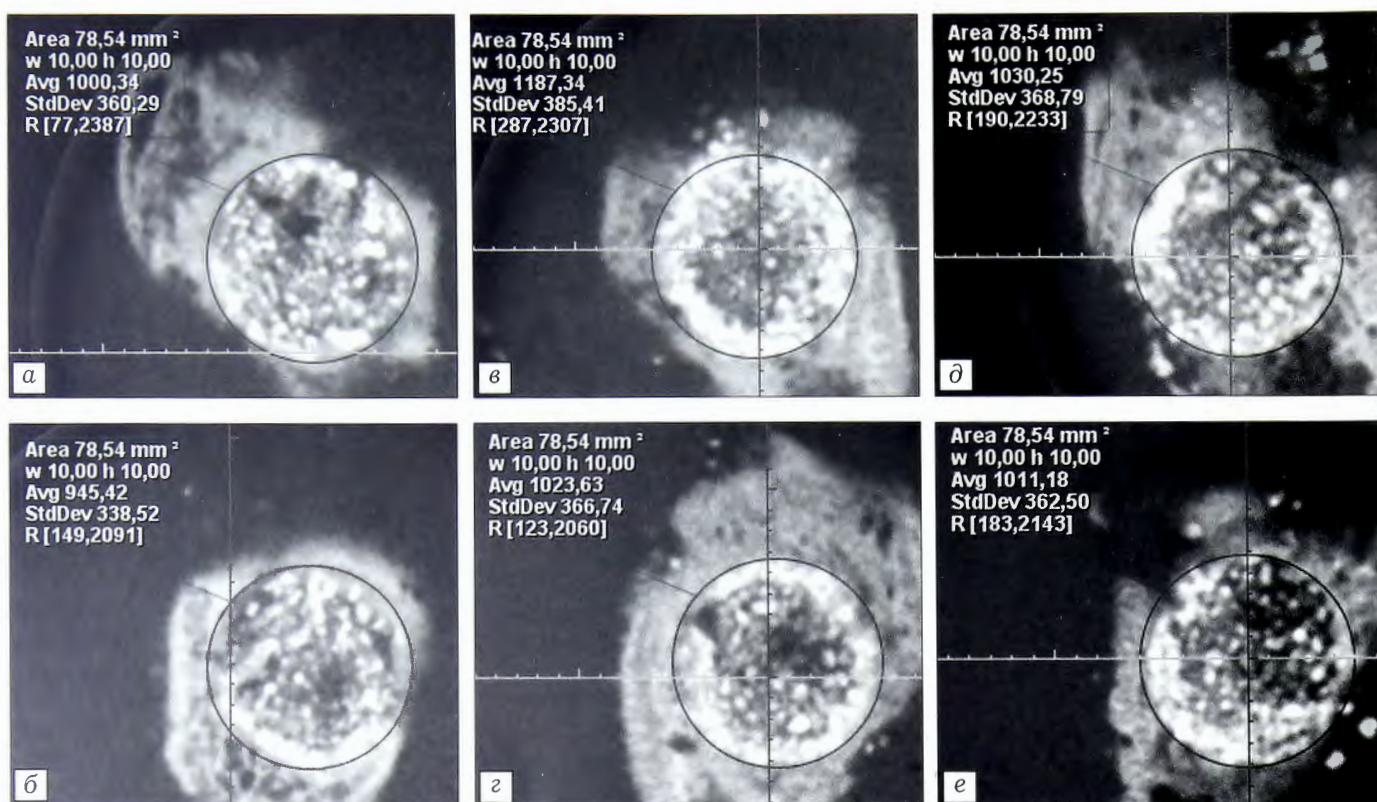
Данные конусно-лучевой компьютерной томографии (аксиальная проекция) зон дефектов теменных костей кроликов, заполненных исследуемыми материалами, через 30 (а, б), 60 (в, г) и 90 (д, е) сут после имплантации. а, в, д — контрольная группа; б, г, е — экспериментальная группа. Кругом обозначена область интереса (ROI).
